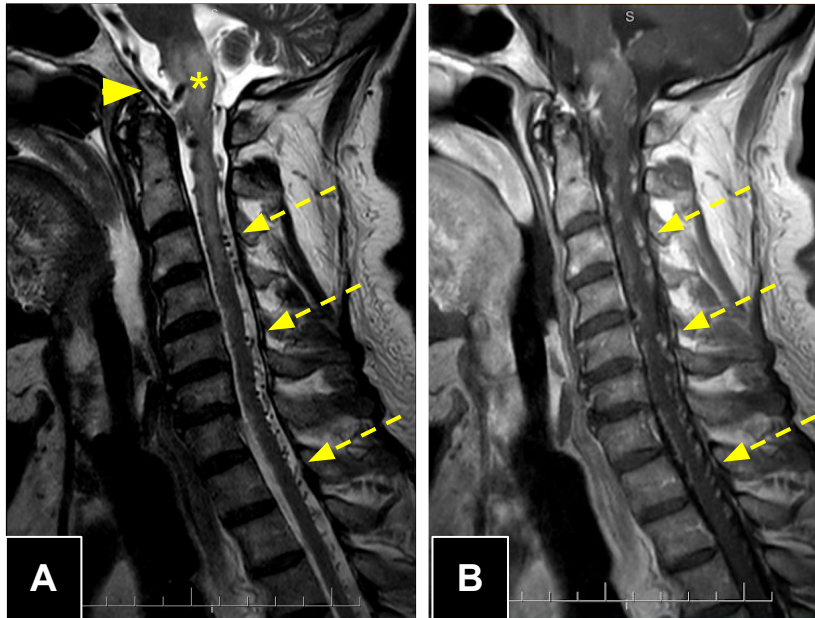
Resonancia magnética de columna cervical con contraste endovenoso.
